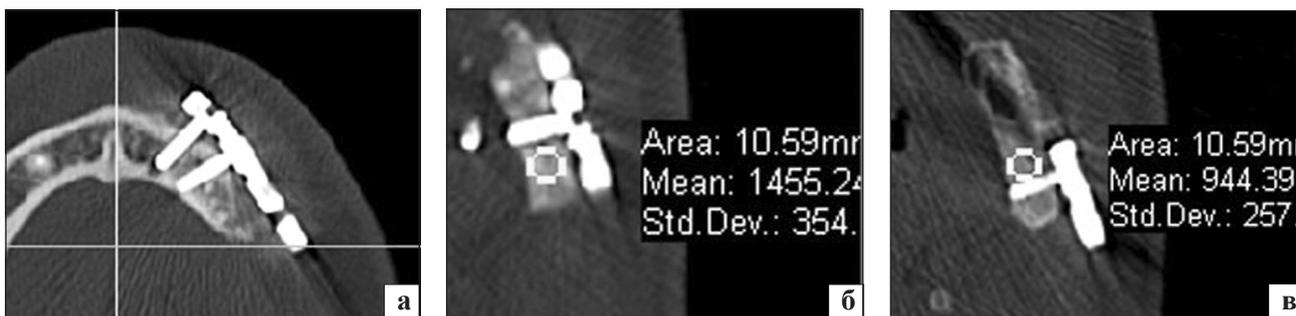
Фото рентгенограмм НЧ. Пластина с фиксирующими винтами во фронтальной зоне (а) и на ветви челюсти (б, в)
